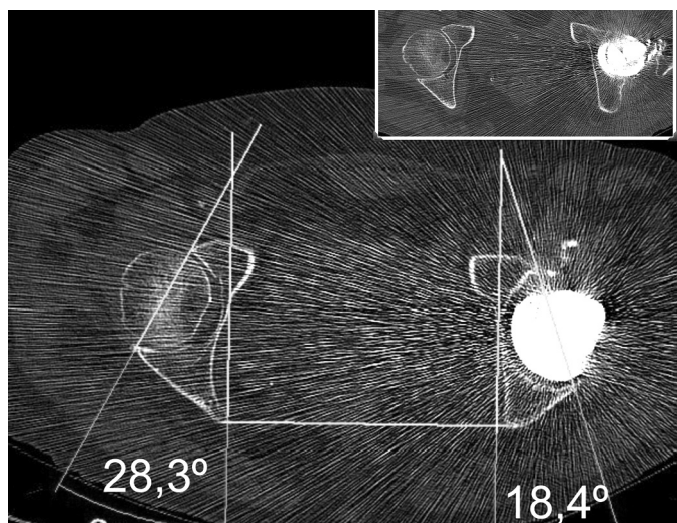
TAC con evidencia de la rotura del inserto de cerámica así como la pérdida de la relación circunferencial entre el mismo y el componente de la cabeza femoral. La anteversión del componente acetabular fue de $18,4^\circ$.
